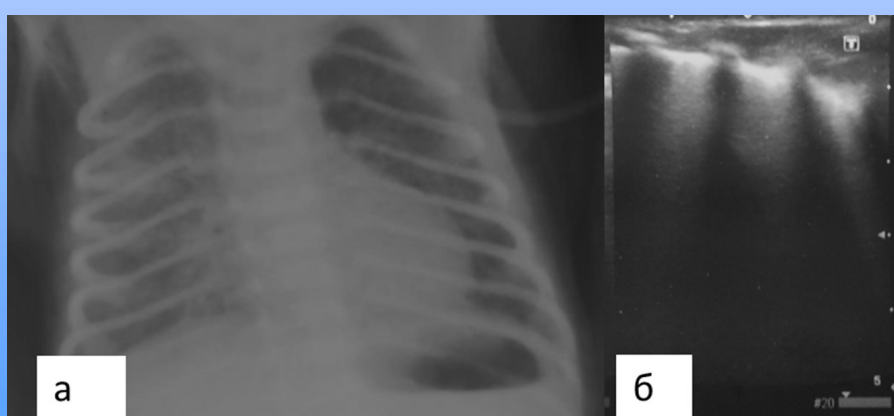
а) Рентгенограмма ОГК ребенка В., 36 суток жизни, признаки выраженных интерстициальных изменений на фоне бронхо-легочной дисплазии; б) эхограмма того же пациента.
